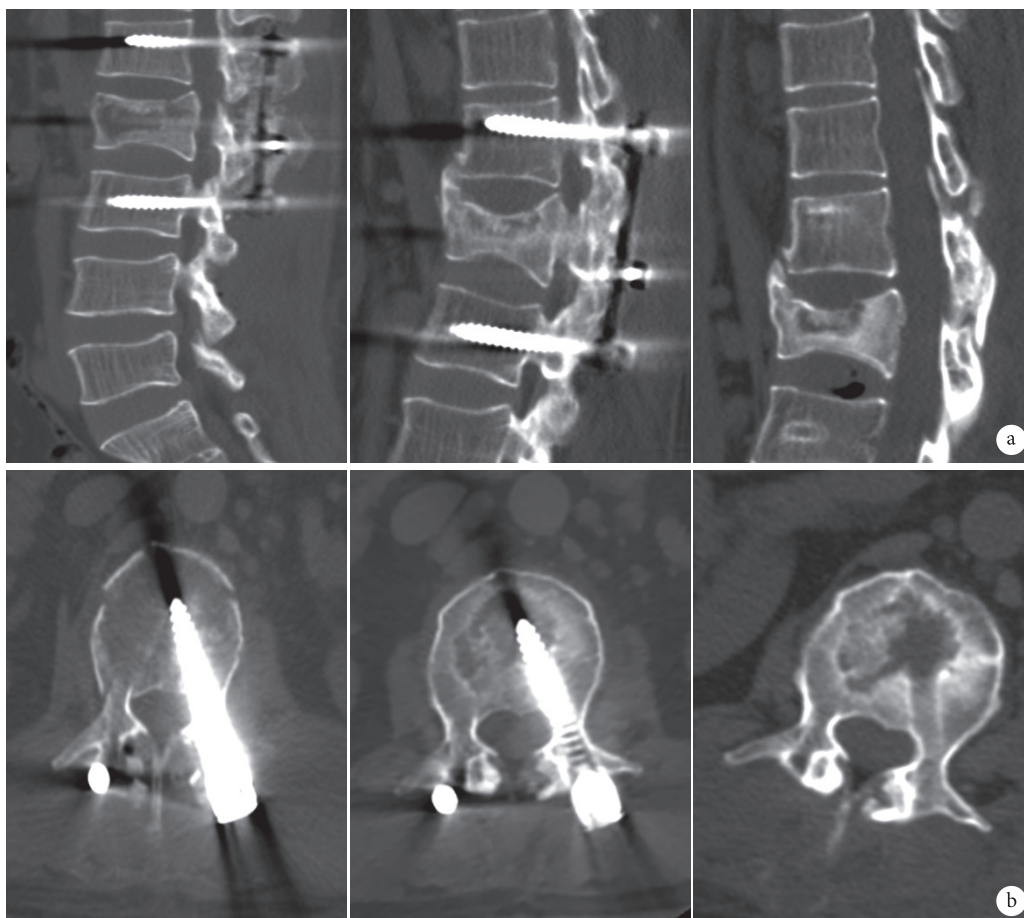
塌陷型椎体“空壳”CT 图像 a. 从左至右分别为术后即刻、6 个月、1 年矢状位 CT; b. 从左至右分别为术后即刻、6 个月、1 年水平位 CT
